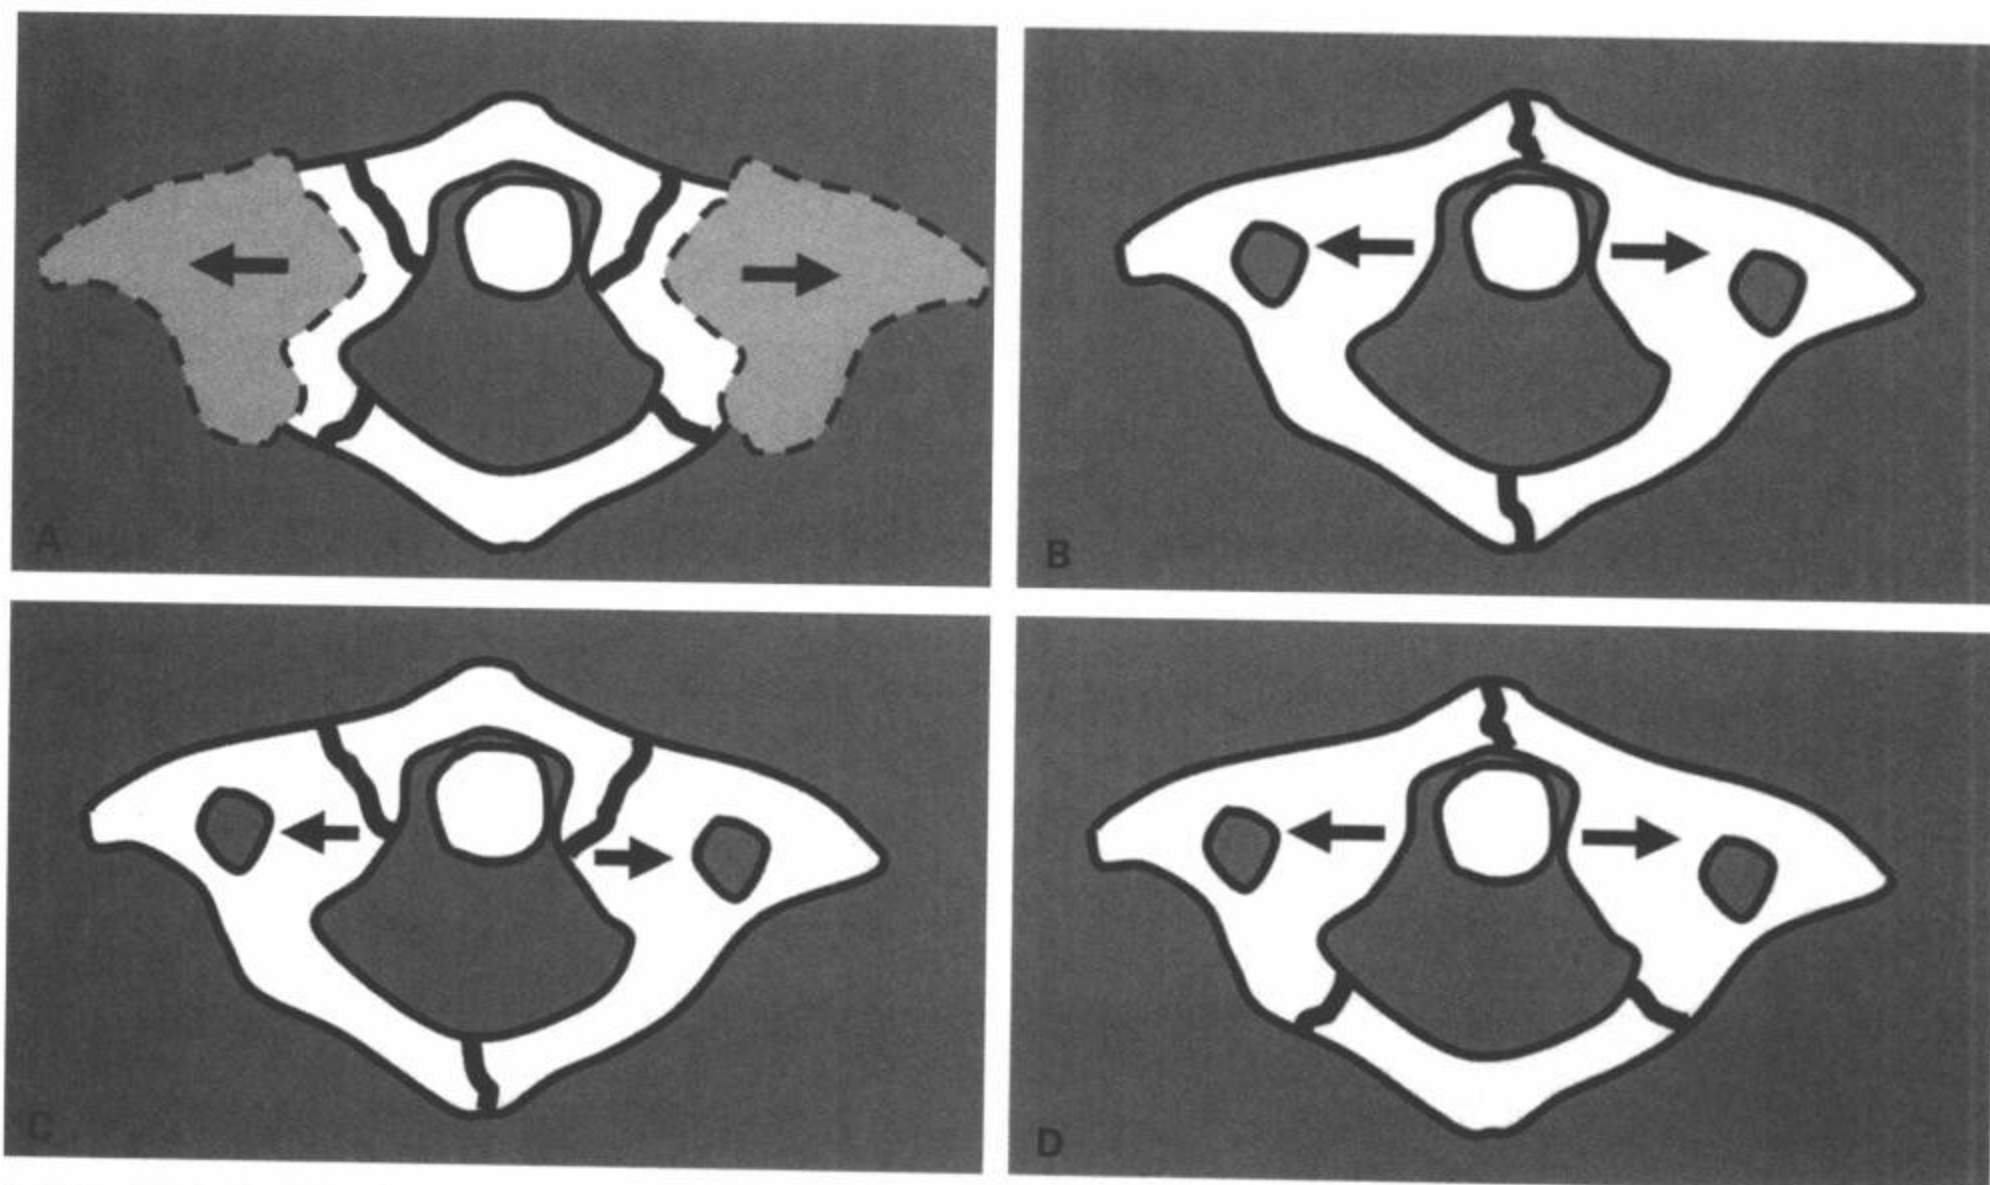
Jefferson 骨折。经典的 Jefferson 骨折是一种发生于寰椎 (C1) 结构最薄弱部位的前弓和后弓与侧块结合部的四点损伤性骨折, 导致双侧 C1 侧块关节偏移或扩展 (A) (箭头表示侧块的偏移)。然而, CT 研究已经表明, Jefferson 骨折要求只有一处前弓和一处后弓的骨折 (B), 但是可能出现前弓或后弓的混合骨折 (C, D)。后弓两处骨折 (每侧一处) 和前弓偏离中线的单一骨折 (D) 最常见。(Harris JH.Jr, Mirvis SE. Vertical compression injuries. The Radiology of Acute Cervical Spine Trauma, 3<sup>rd</sup> ed. Baltimore: Williams&Wikins; 1996:340-345; Landells CD, Van Pethegem PK. Features of the atlas: classification, treatment and morbidity. Spine. 1998;13:450-452.)
